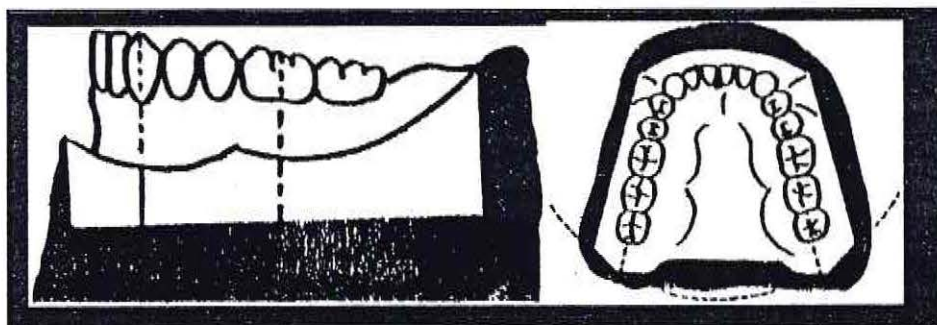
Figura RM-1 Recorte del modelo mandibular
